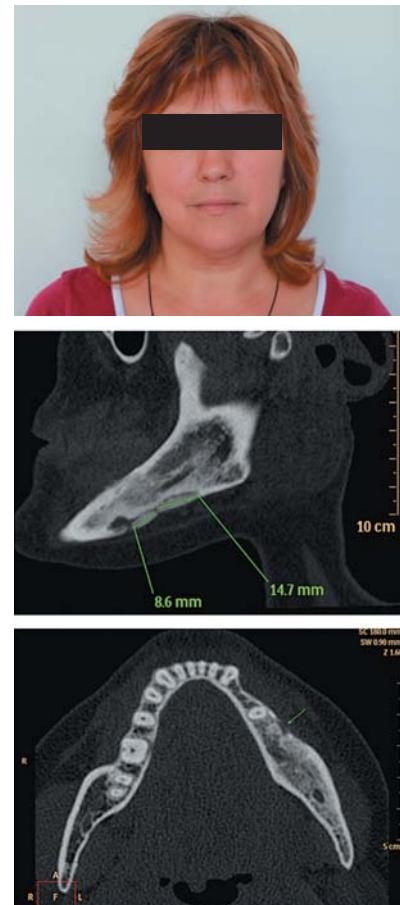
Внешний вид больной (слева) и компьютерная томография нижней челюсти с признаками хронического остеомиелита (справа)
